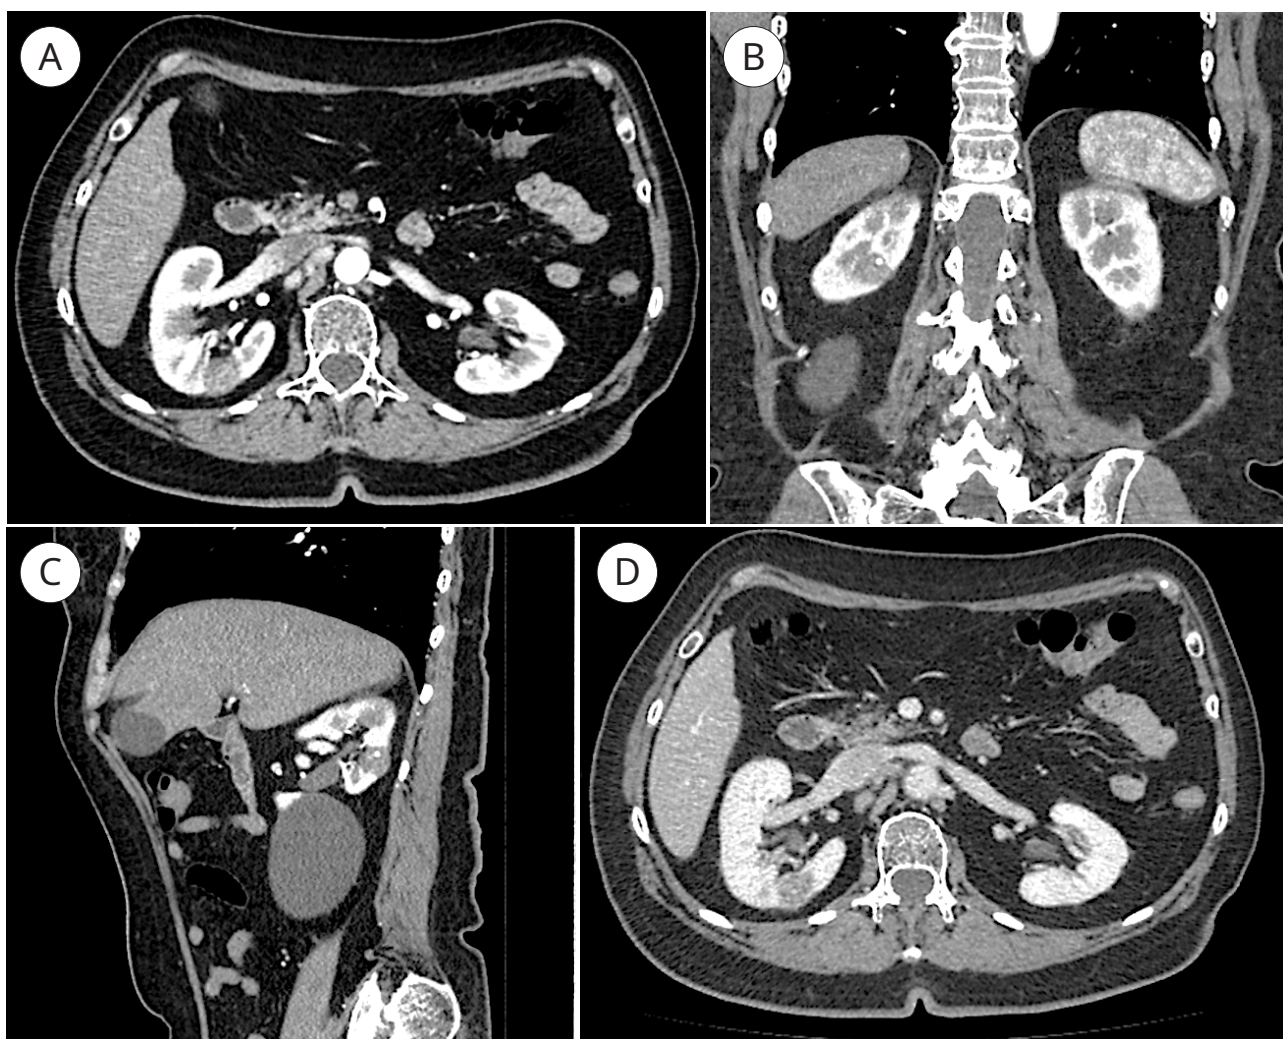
Компьютерная томография органов брюшной полости: А — артериальная фаза, аксиальная реконструкция; В — артериальная фаза, фронтальная реконструкция; С — артериальная фаза, сагиттальная реконструкция; D — венозная фаза, аксиальная реконструкция
